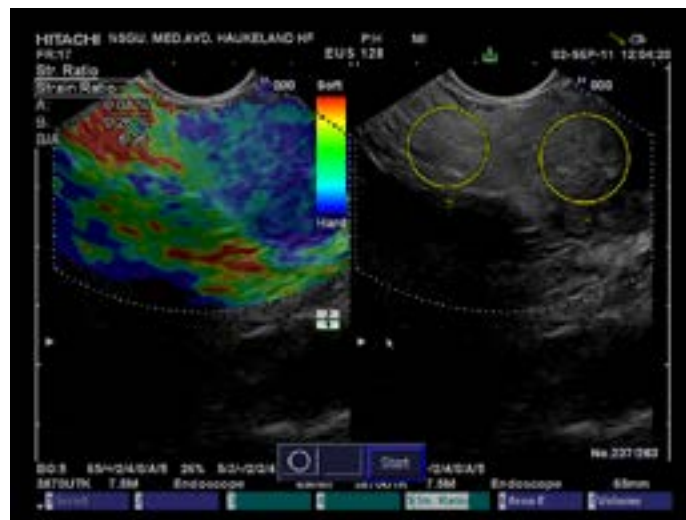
B-mode EUS (til høyre) viser en oppfylning i pankreas på ca 35 mm. i diameter. I elastogrammet fremstår denne med en klart hardere struktur enn omliggende pankreasvev. Strain ratio er beregnet mellom strain i referansevev, B dividert med strain i tumorvev, A markert på B-mode bildet. Strain ratio her er 6,96. EUS-FNA viste: reaktivt pregede celler uten typiske autoimmune forandringer. CT: autoimmune pankreatitt, oppfølging har bekreftet diagnosen.
